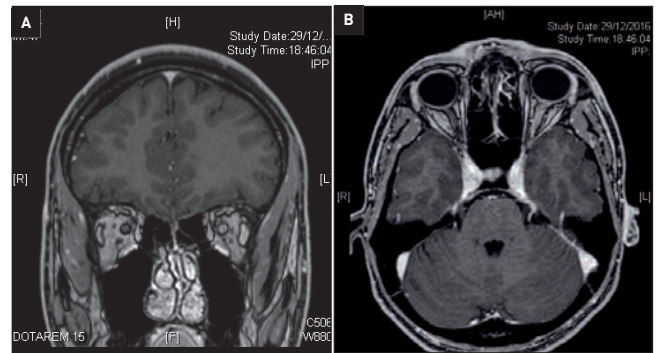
IRM cérébro-orbitaire : A. en coupe frontale séquence T1 après injection de gadolinium : réhaussement après injection du nerf optique gauche ; B. en coupe axiale séquence T1 après injection de gadolinium : réhaussement après injection du nerf optique gauche de la papille jusqu'à sa portion cisternale.
